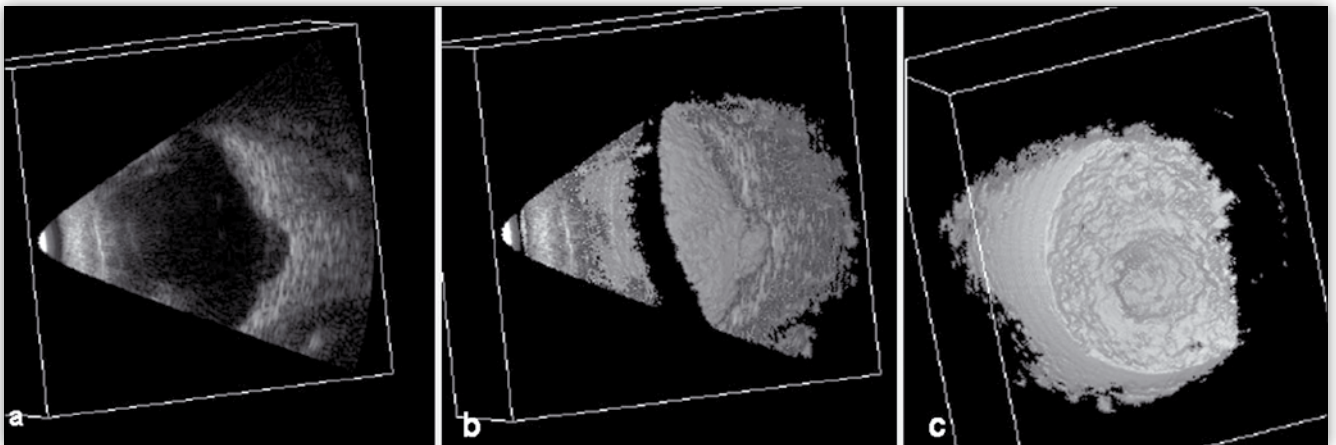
Obraz ultrasonograficzny guza naczyniówki:
